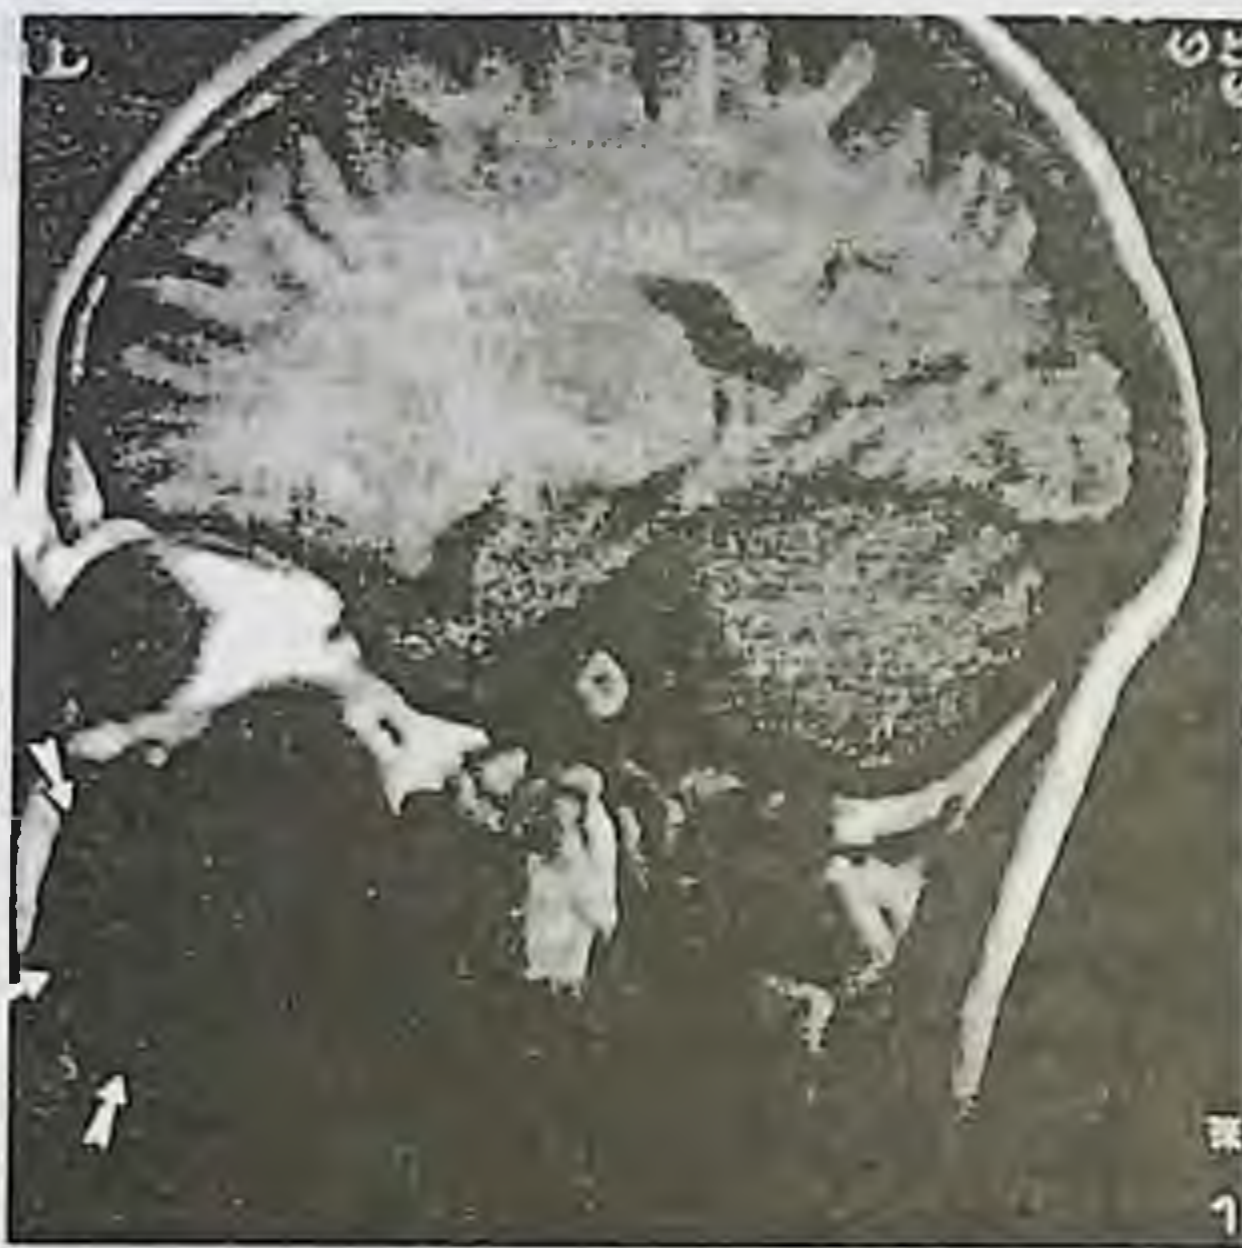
МР-томограмма больного острым одонтогенным остеомиелитом верхней челюсти, осложненным флегмоной левой подглазничной области (стрелками показаны границы очага изоинтенсивного сигнала в области воспалительного процесса).
